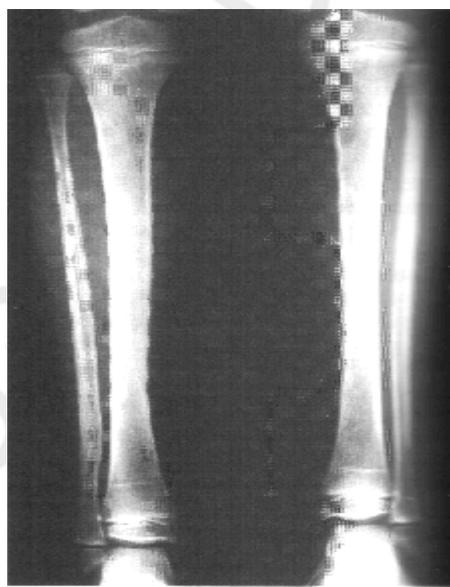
Чрезмерный рост длинной трубчатой кости после перелома со смещением. Годом ранее правая большеберцовая кость 8-летнего мальчика была сломана, и в течение прошедшего года она удлинилась на 1 см. Поперечные рентгеноконтрастные линии в дистальном большеберцовом метафизе указывают на локализацию эпифизарной пластинки во время травмы. Образовавшаяся в результате разница в длине конечностей будет постоянной
